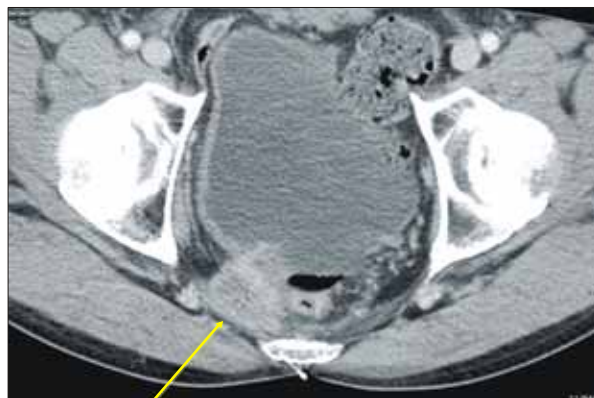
Abdominopelvic CT shows local recurrence at right pelvic sidewall and presacral area after APR.
